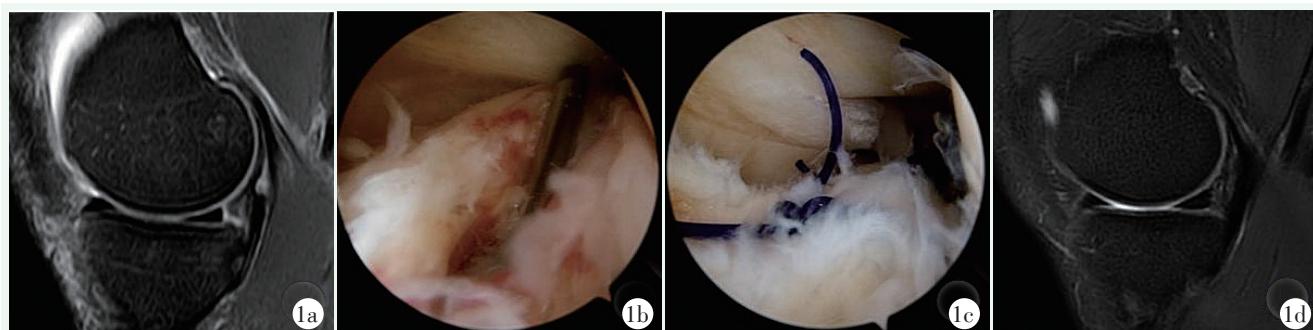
患者男性, 33岁, 镜下缝合钩缝合内侧半月板 Ramp 区 IV 型损伤。1a: 术前 MRI 显示内侧半月板后角滑膜缘 III 级线样高信号; 1b: 镜下探查见 Ramp 区 IV 型损伤; 1c: 应用缝合钩间断垂直褥式缝合 3 针; 1d: 术后 1 年复查 MRI 显示 Ramp 区完全愈合。
